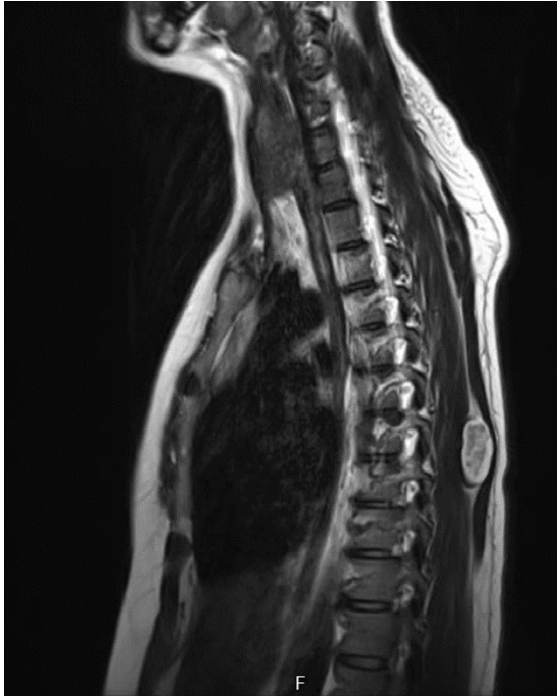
Magnetic Resonance Imaging of T7-T8 vertebrae left lateral T1 in the mass of the hypointense T2 sequence hyperintense appearance
